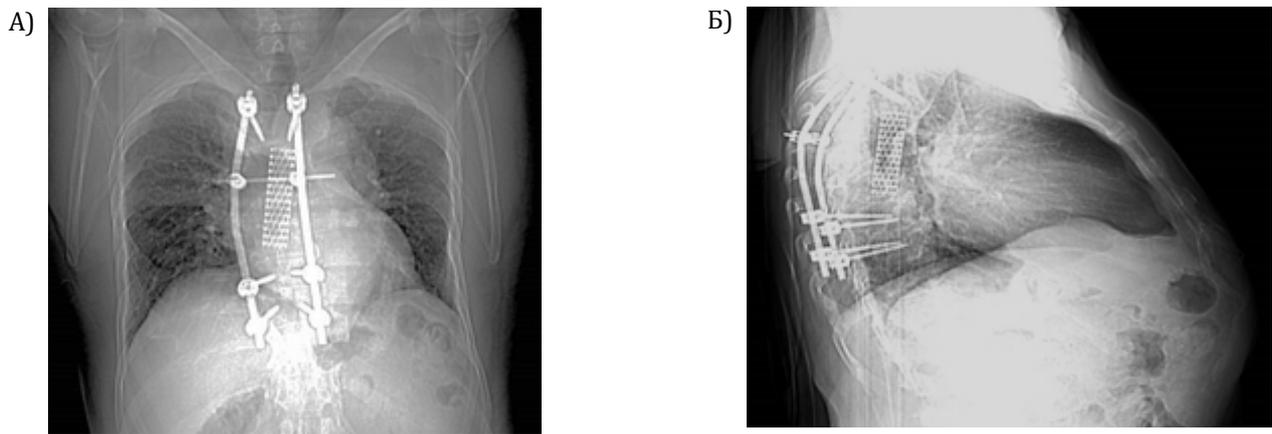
СКТ больного Б. через 1 год после операции в прямой (А) и боковой проекциях (Б): без видимых изменений по сравнению с прошлым годом
